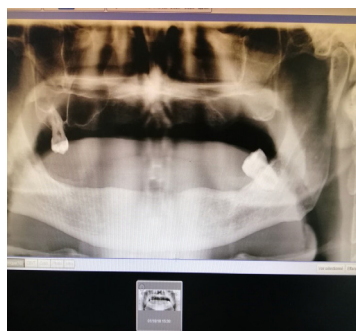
Radiographie panoramique permettant d'objectiver la perte osseuse.
